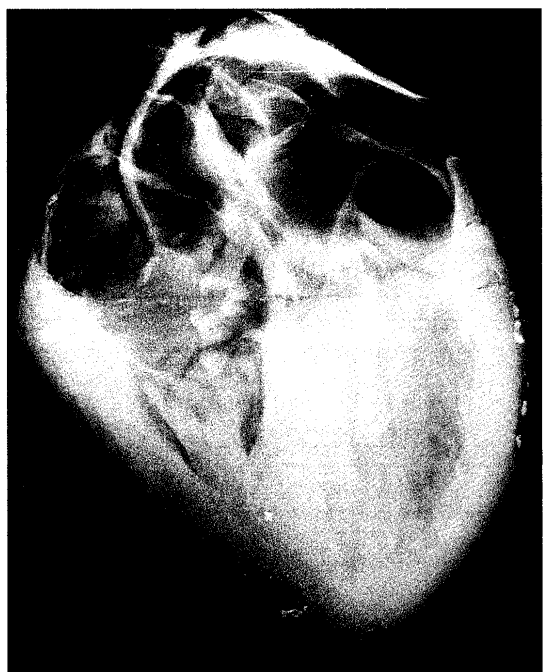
症例6の心臓超軟X線像。白点が冠状動脈石灰化。
